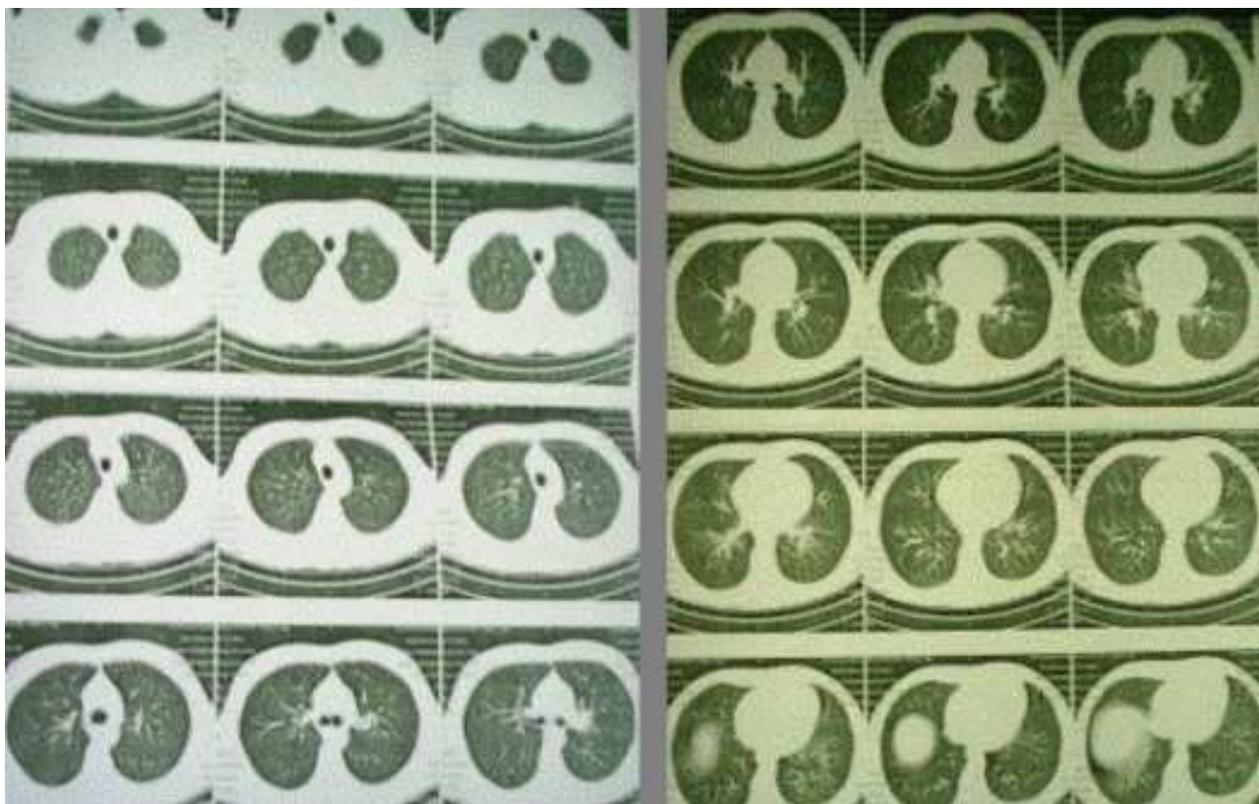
Tomografía axial computarizada de tórax sin alteraciones pleuropulmonares
